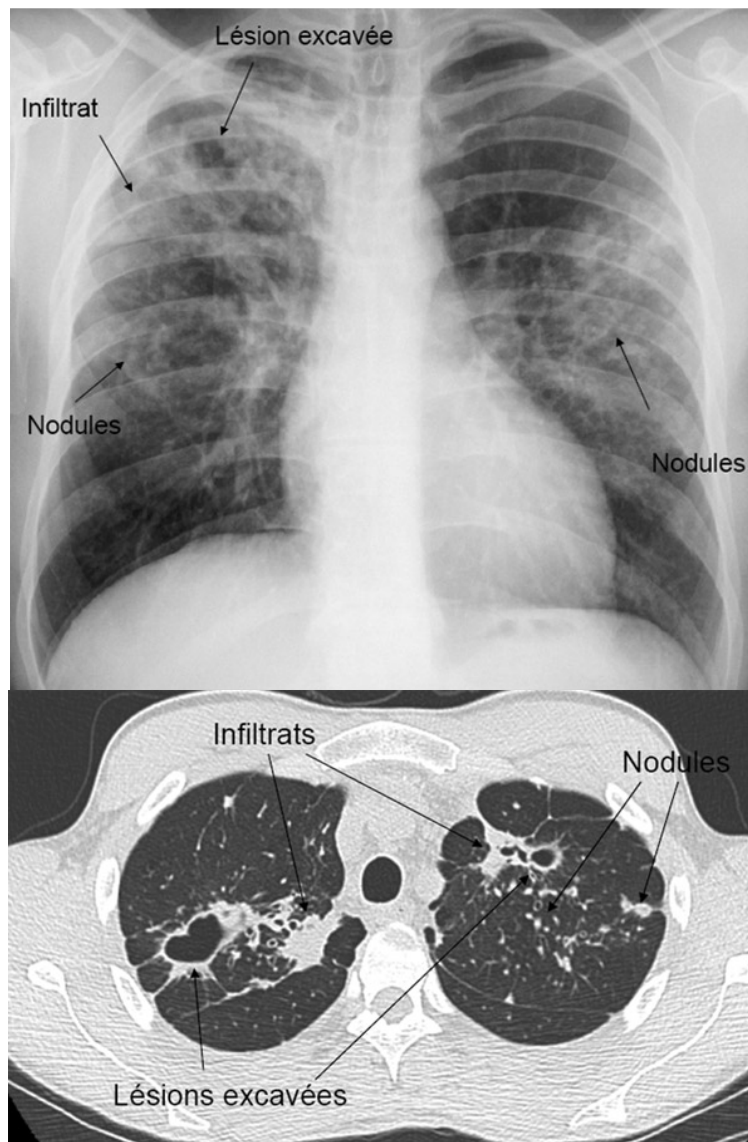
Radiographie et TDM du thorax : Tuberculose pulmonaire commune (Respir.com)
